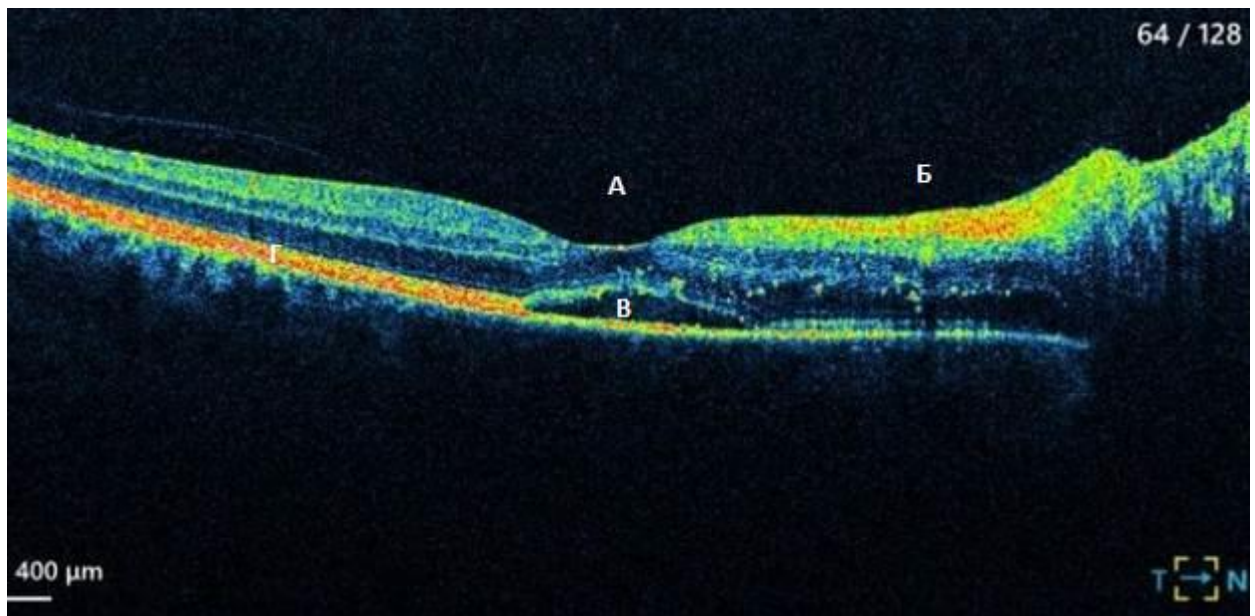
Оптическая когерентная томография макулярной зоны правого глаза (22.02.2022): фовеолярное углубление деформировано (А); толщина сетчатки увеличена во внутреннем секторе, отёк нейроэпителлия сетчатки с распространением от ДЗН (Б); субфовеолярно определяется щелевидная отслойка нейроэпителлия сетчатки (В); пигментный эпителий сетчатки не изменен (Г)
